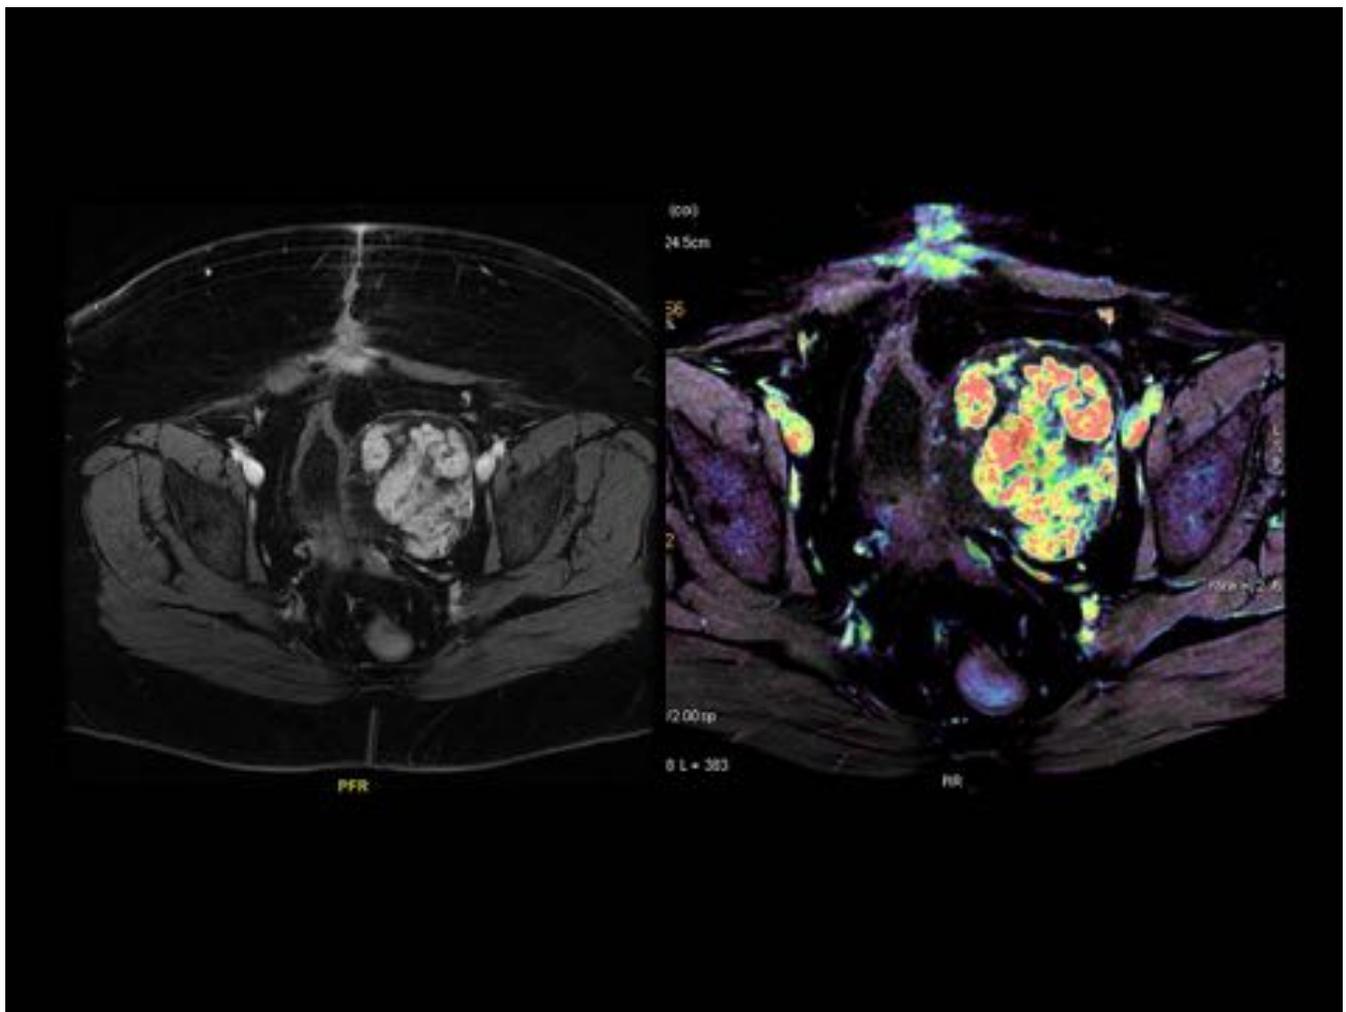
RM axial secuencia potenciada en T1 con contraste iv, sustracción y mapa de colores para la valoración de la masa pélvica heterogénea, donde se aprecia la captación de la parte sólida.
